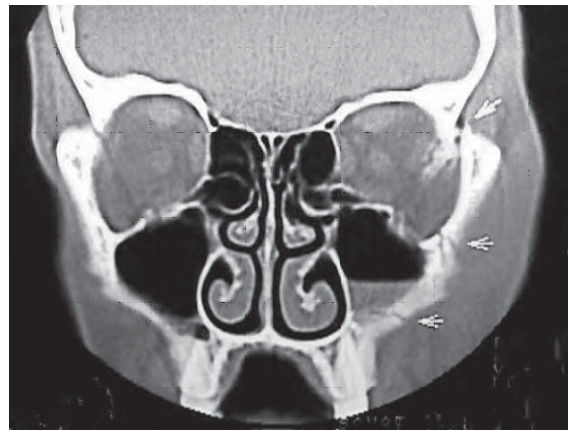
/6. TAC de macizo facial. Múltiples fracturas malaes izquierdas.
